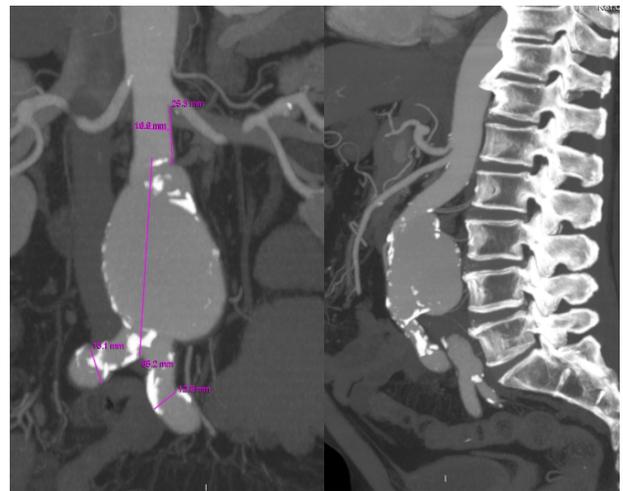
Imagen anteroposterior y lateral de una reconstrucción de angio-TAC de un aneurisma de aorta abdominal sin trombo.
